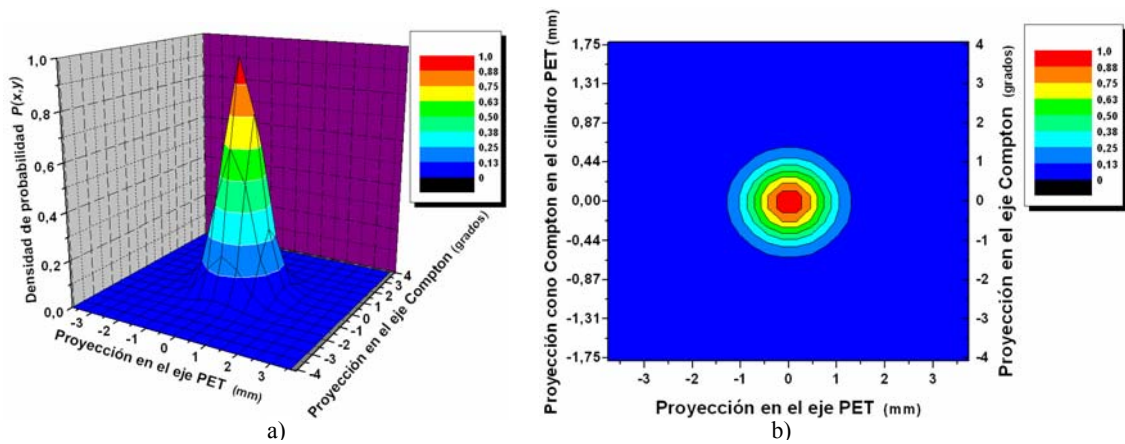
Densidad de probabilidad en el espacio de intersección PET-Compton para  $E=1274,53$  keV, un ángulo  $\theta=40^\circ$ ,  $\sigma_c = 0,7^\circ$ , = en el CdZnTe y  $\sigma_p=0,625$  mm. a) Vista perspectiva b) Protección en el plano x,y.
